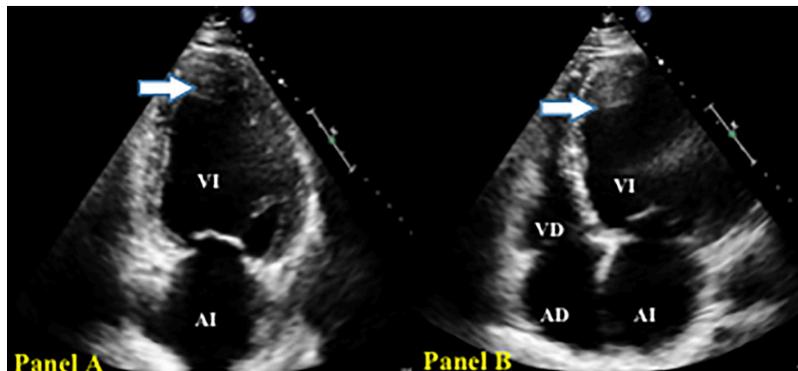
Imágenes ecocardiográficas bidimensionales en vistas apicales. Panel A: Vista apical 2 cámaras. Panel B: Vista apical 4 cámaras. AI: Aurícula izquierda, VI: Ventrículo izquierdo, AD: Aurícula derecha, VD: Ventrículo derecho, Flecha: Trombo ventricular izquierdo.
